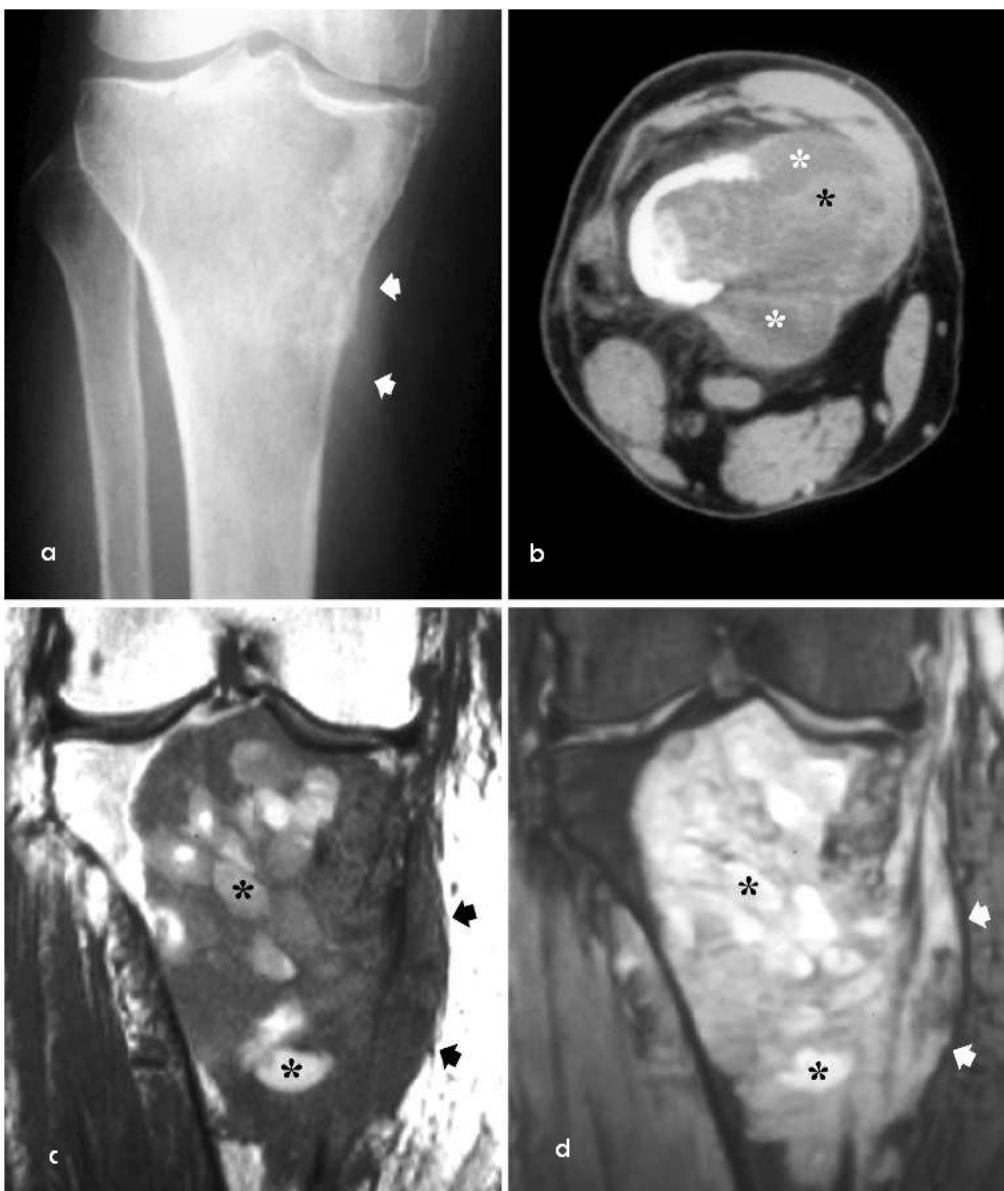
ostéosarcome télangiectasique se présentant en radiographie standard (a) comme lésion ostéolytique type I tibiale proximale envahissant les parties molles (flèches) sans formation ostéoïde. La coupe scanographique (b) montre des foyers hypodenses (astérisque blanc) et d'autres isodenses au muscle (astérisque noir). L'IRM montre une masse massivement hémorragique en spin écho et STIR (d) avec des zones d'hémorragie sub-aigüe (astérisques) sur la coronale T1. L'extension aux parties molles est manifeste (flèches) [10]
